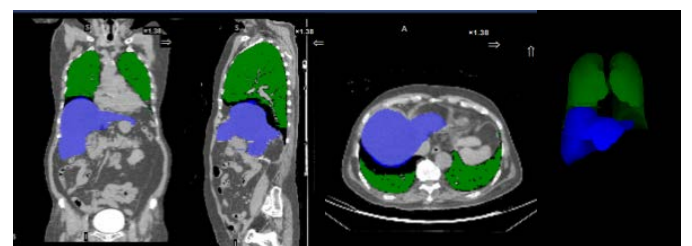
The VOIs on SPECT/CT images using the dosimetry toolkit application.
